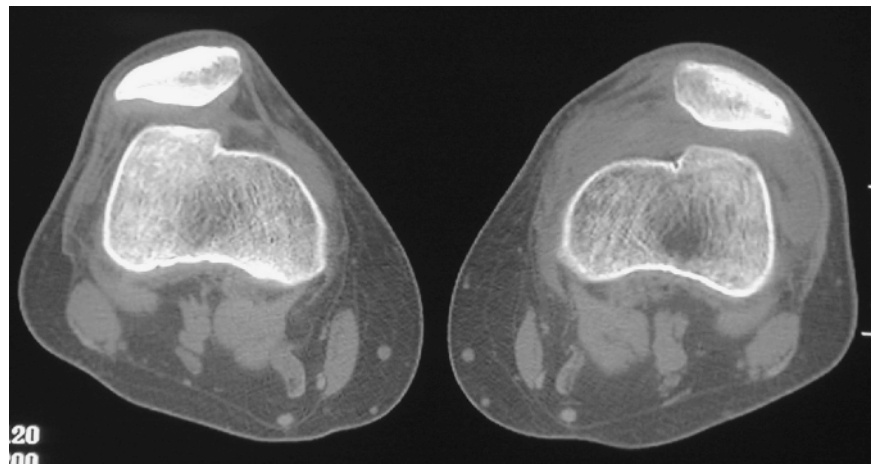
▲ Axiales CT-Schnittbild auf Höhe der zentralen Trochlea mit konvexer lateraler Trochleafacette und Patella in Subluxationsstellung
